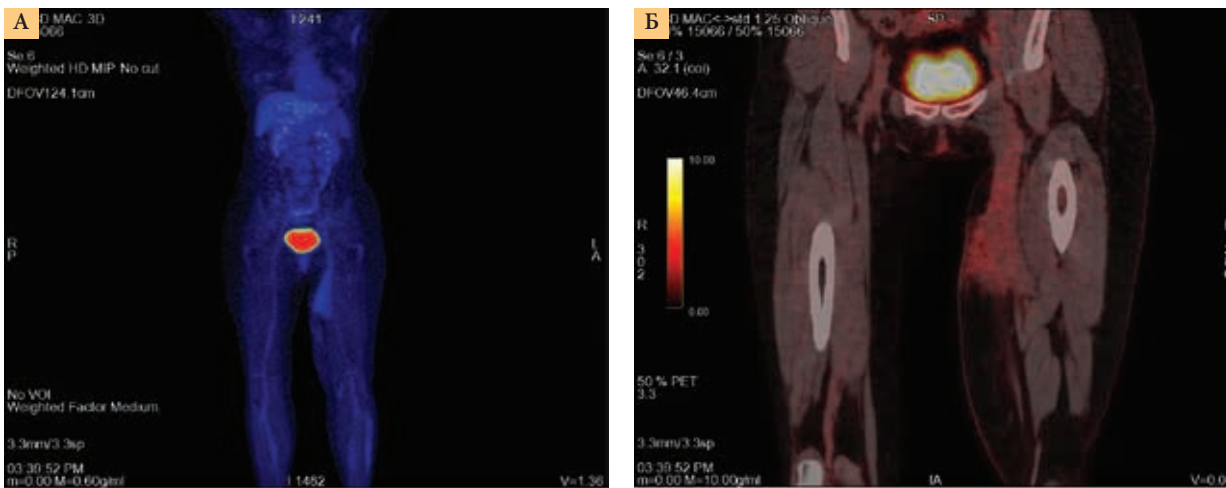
ПЭТ-КТ от 25 июня 2019 г.: положительная динамика на фоне лечения (А – снижение накопления ФДГ в области левого бедра, Б – уменьшение лимфостаза конечности)
